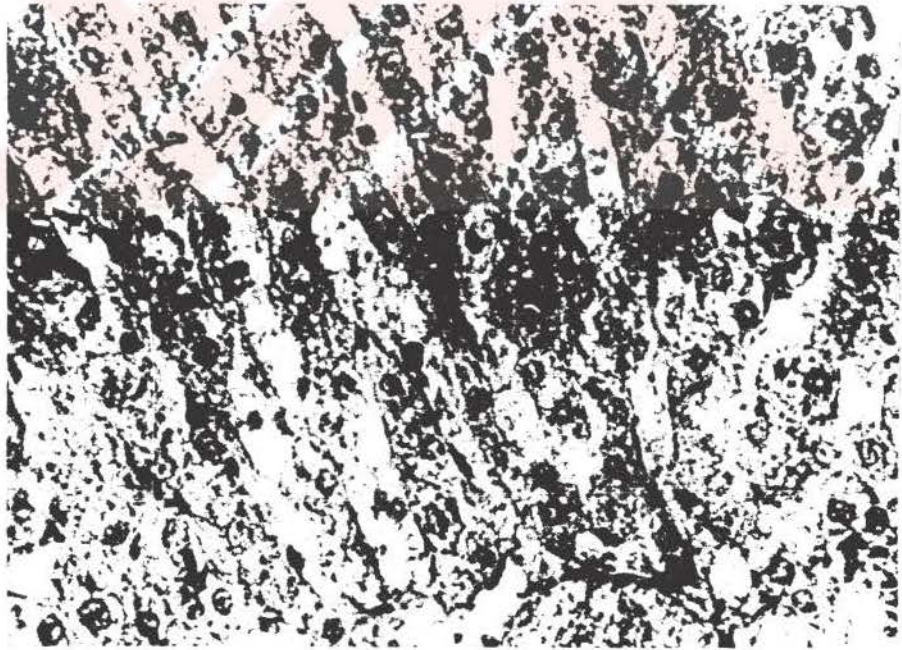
Cimetidine sonrası theophylline grubu sıçan karaciğer lobulüslerini gösteren ışık mikrofotografisi. Vc: Vena centralis
